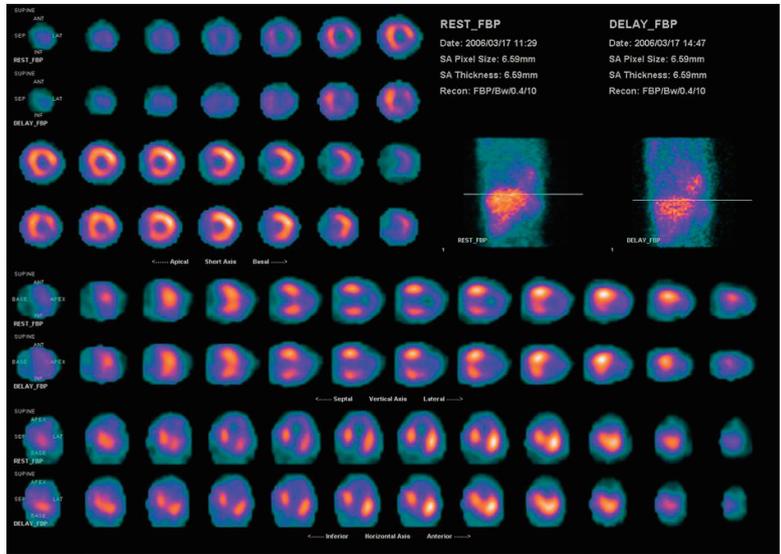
SPECT 像 (上段 : 早期像, 下段 : 遅延像)
